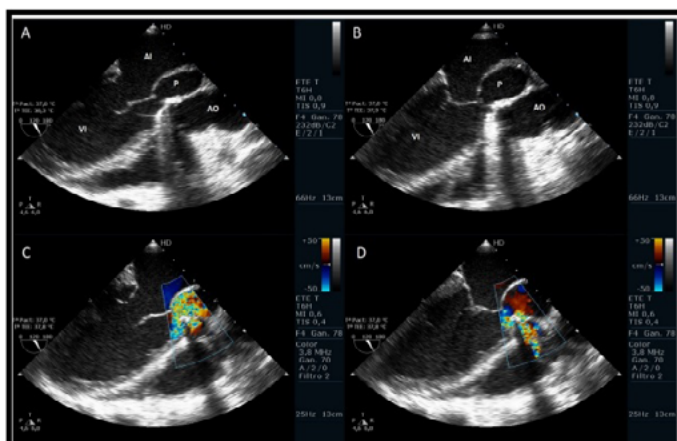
Ecocardiograma Doppler transesofágico. Vista medioesofágica en eje largo. Se observa pseudoaneurisma de la fibrosa mitro-aórtica en comunicación con tracto de salida de ventrículo izquierdo (A) con expansión sistólica (B). El Doppler color demuestra dicha comunicación, además de la presencia de una fístula aórtica que se comunica con el pseudoaneurisma (C y D). Se observa en todas las imágenes prótesis valvular mecánica en posición aórtica.
